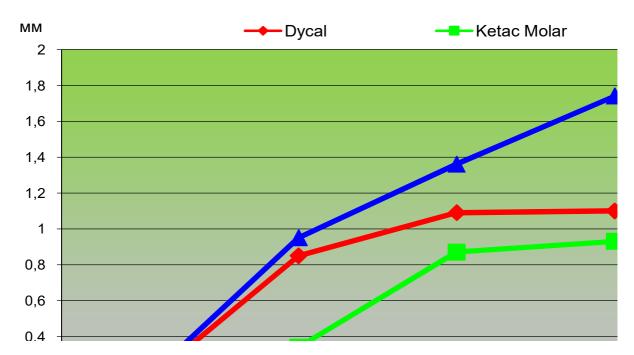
Рентгенометрические показатели дентиногенеза после лечения глубокого кариеса традиционными средствами и РЛП
